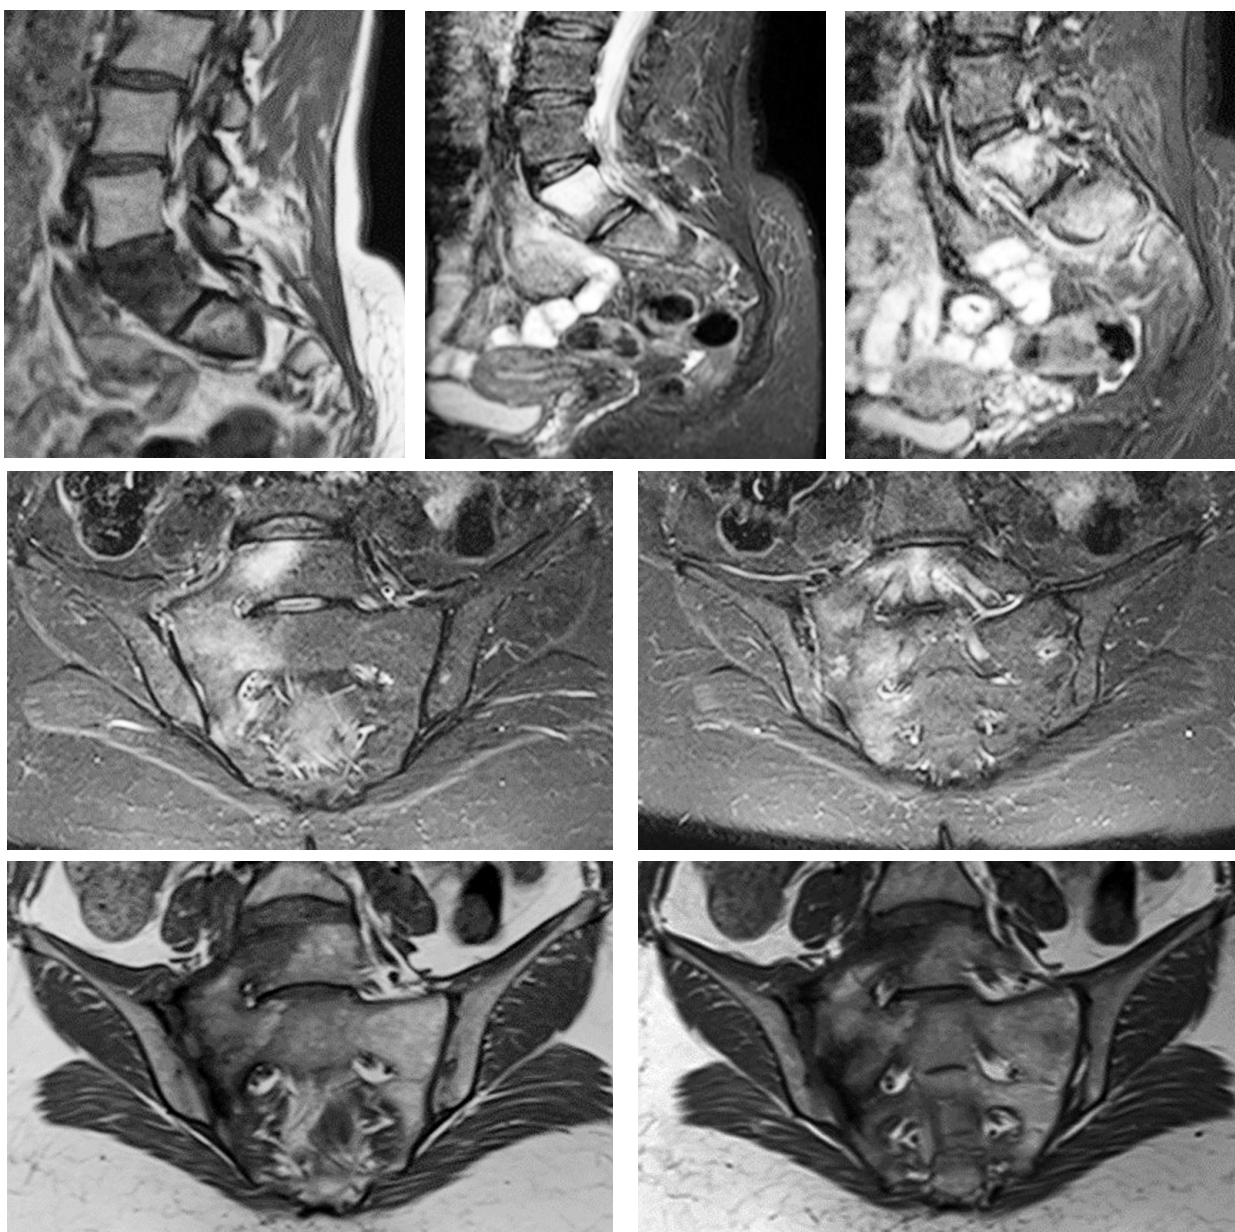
МРТ сакроілеальних зчленувань в динаміці (30.10.2023)
